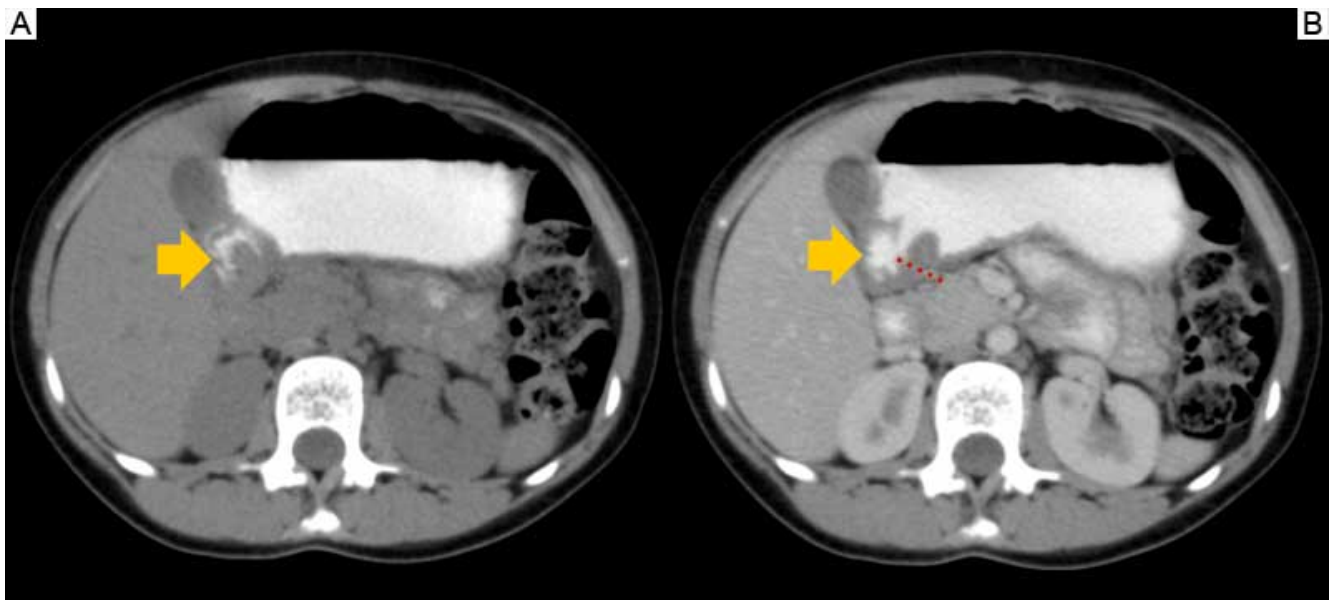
Tomografía axial en fase simple (A) y contrastada (B). Estómago con engrosamiento antro-pilórico y pared de 9 mm (flechas)
